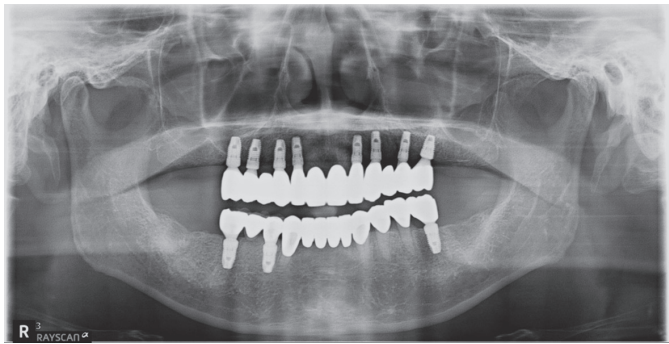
Panoramic radiograph at the 1-year checkup examination.
